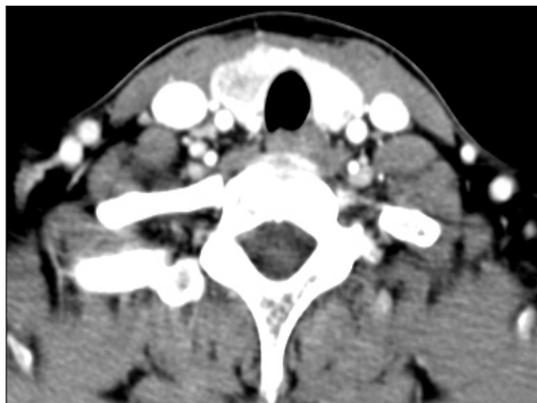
An axial CT scan shows 1.8×1.5 cm sized heterogeneously enhancing nodule in the right thyroid gland and 1.2×1.0 cm sized enhancing nodule in the left thyroid gland.
